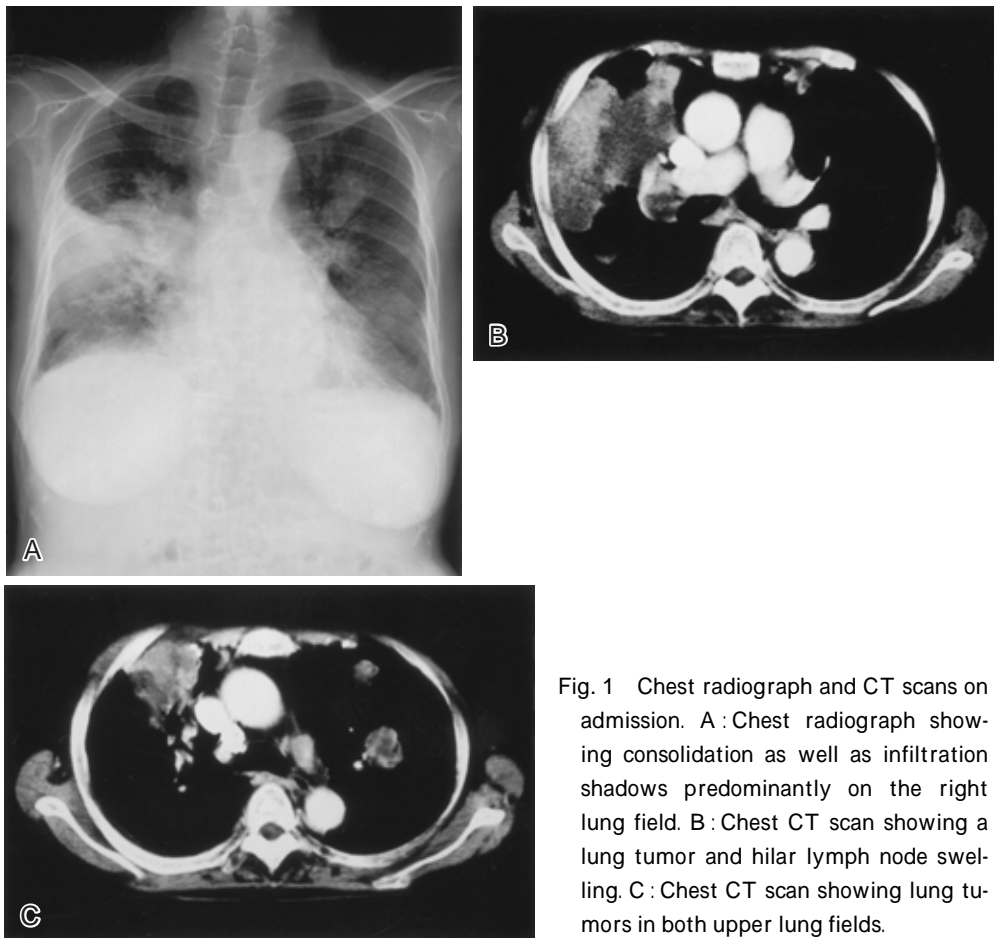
Chest radiograph and CT scans on admission. A : Chest radiograph showing consolidation as well as infiltration shadows predominantly on the right lung field. B : Chest CT scan showing a lung tumor and hilar lymph node swelling. C : Chest CT scan showing lung tumors in both upper lung fields.
